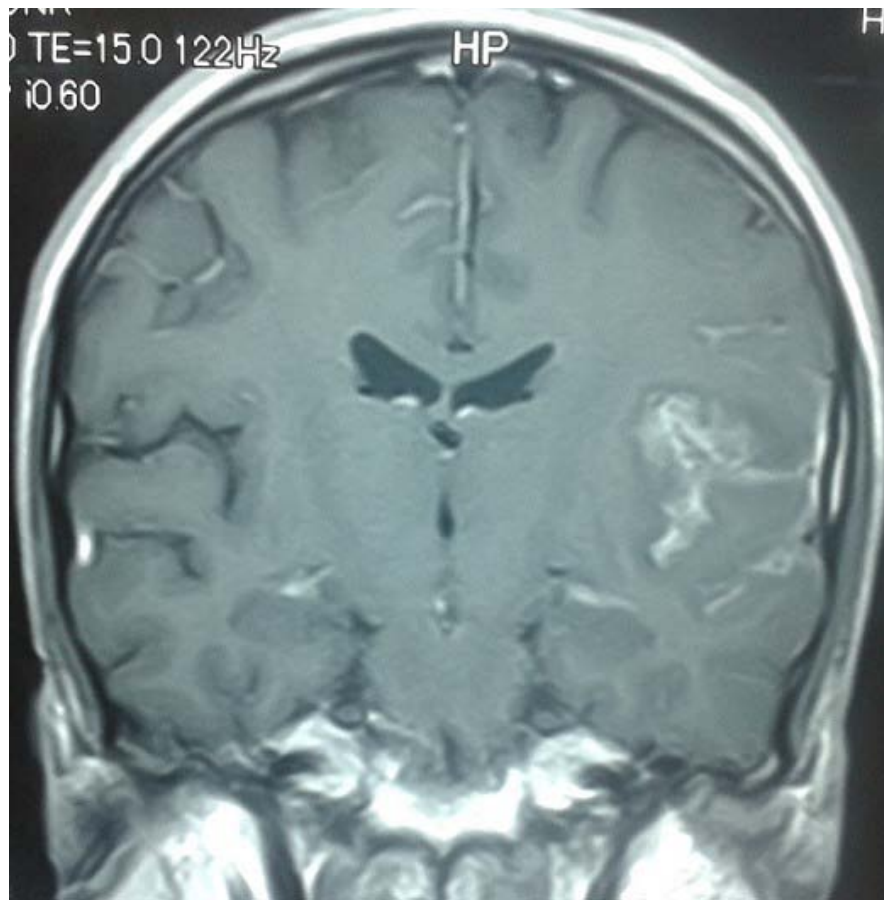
IRM cérébrale coupe coronale séquence pondéré T1 injectée montrant une prise de contraste méningée en regard du cortex de l'insula [44].
